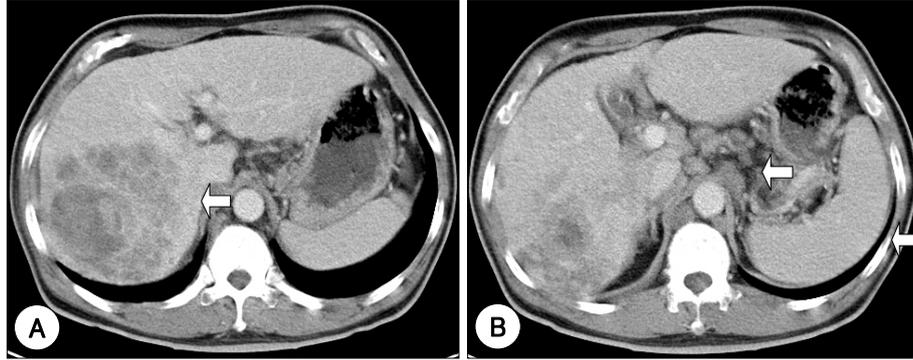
Abdomen computerized tomographic scan shows huge mass in right lobe of the liver(A) with malignant venous thrombosis, splenomegaly and intra-abdominal lymphadenopathy(B).
